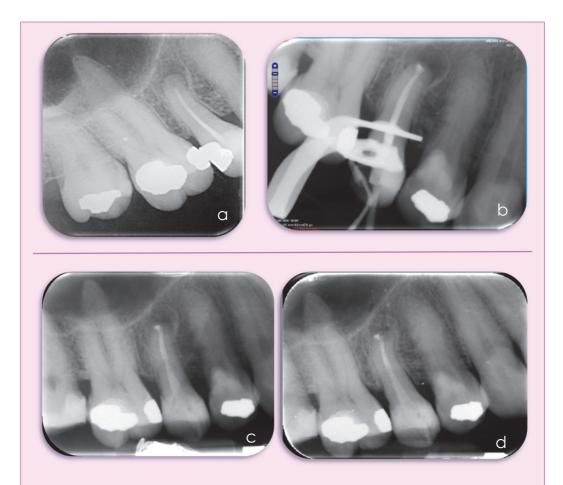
Ejemplo de fracaso del tratamiento de conductos por reabsorción apical. A. Radiografía periapical que muestra periodontitis apical crónica del 15 y reabsorción del ápice radicular. B. Radiografía periapical final tras el retratamiento de conductos. C. Control radiológico a los 6 meses, se intuye una mejoría de la lesión apical y comienzo de trabeculación ósea. D. Control radiológico al año, con disminución del tamaño de la lesión apreciable.
